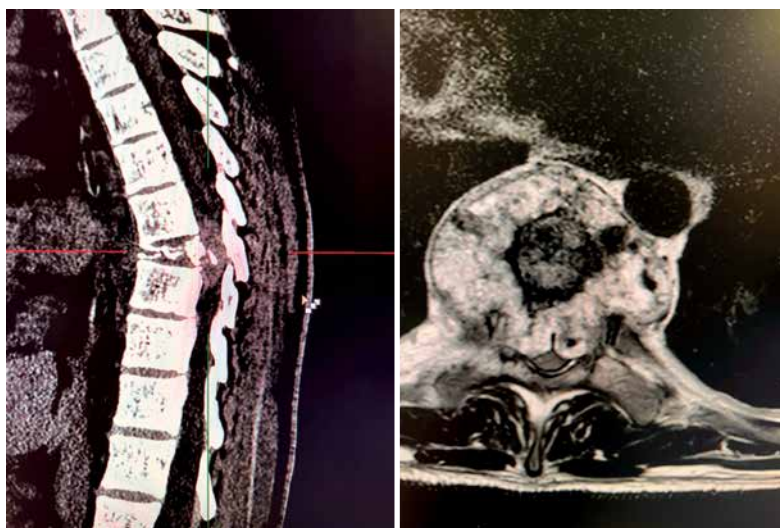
Обследование пациента К., 27 лет, от августа 2019 г.: а — рентгеновская компьютерная томография, сагиттальная реконструкция; б — магнитно-резонансная томография в режиме T2, аксиальный срез
